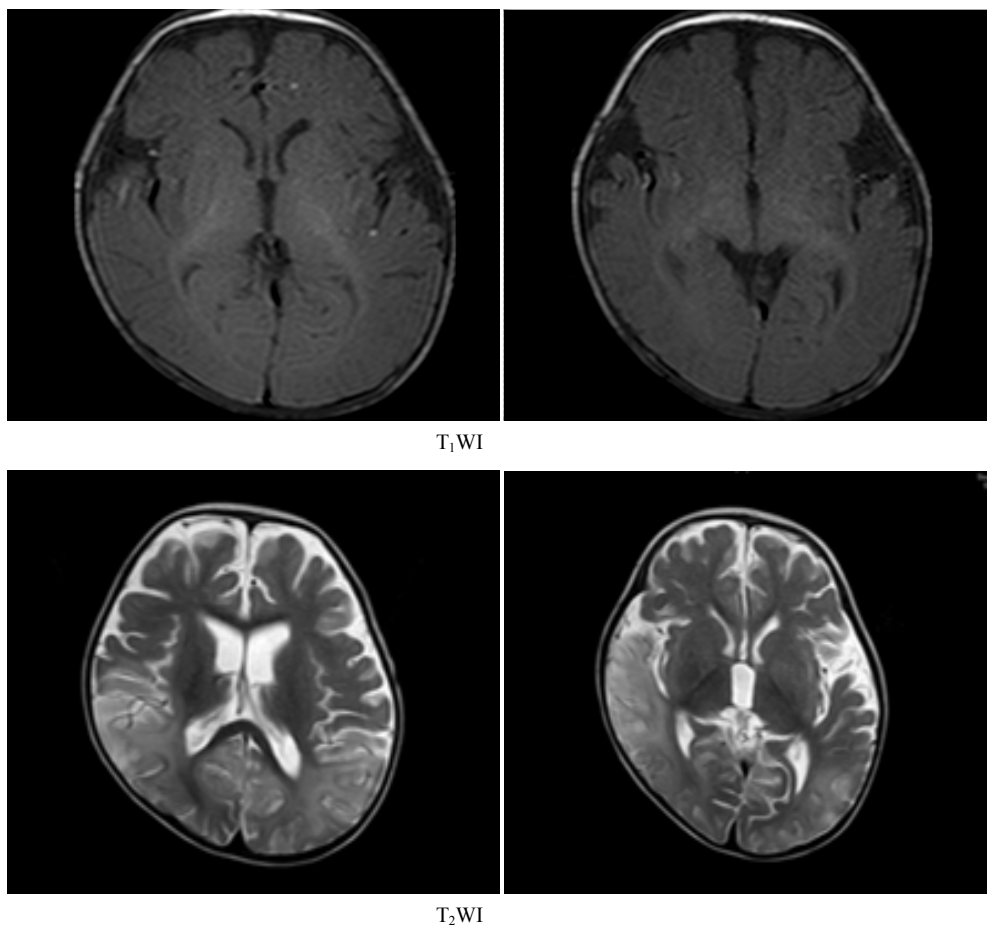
MRI of brain showed abnormal signal in bilateral frontal lobe, occipital lobe and temporal lobe图 1. 颅脑 MRI 示双侧顶枕颞叶异常信号影
